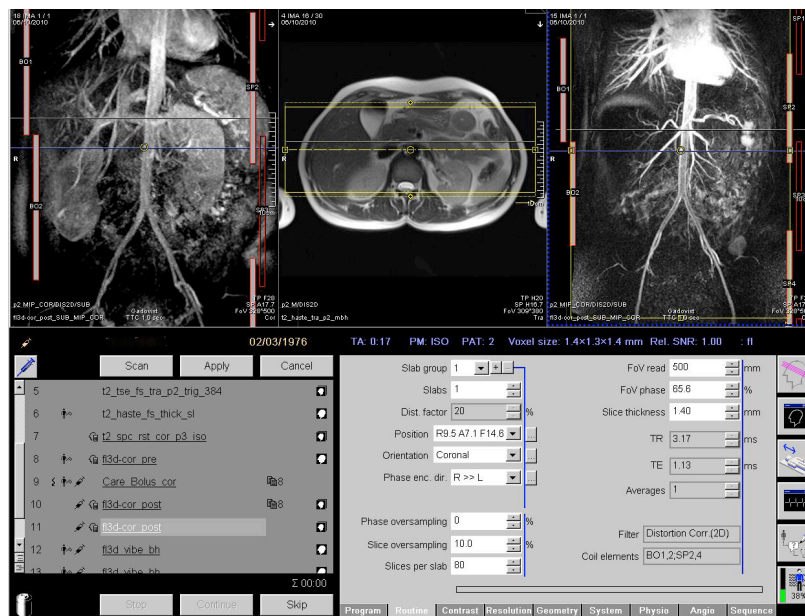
Внешний вид консоли МР-томографа. Позиционирование коронарной проекции и MIP реконструкции при МР-ангиографии.
